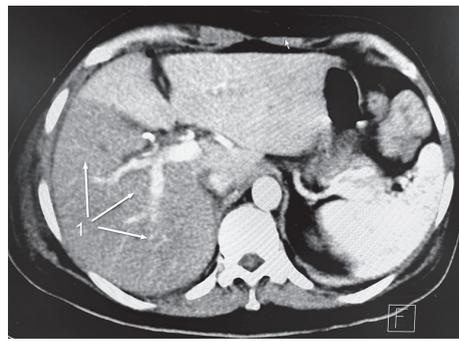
МСКТ-ангиограмма. 1 — правая доля печени с признаками ишемии
